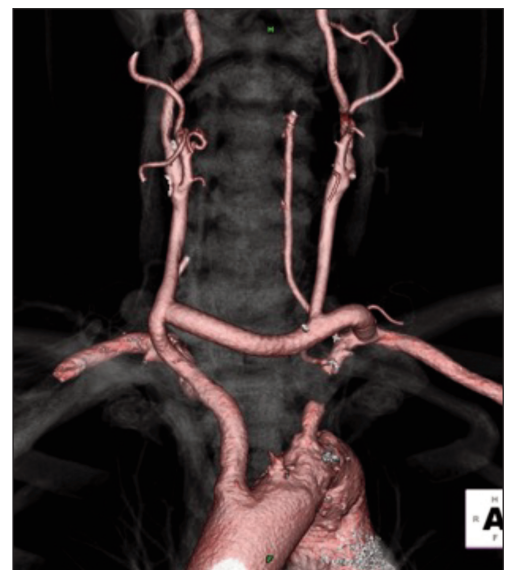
Ricostruzione 3-D di tomografia computerizzata di un intervento di bypass carotido-carotido-succlavio.
